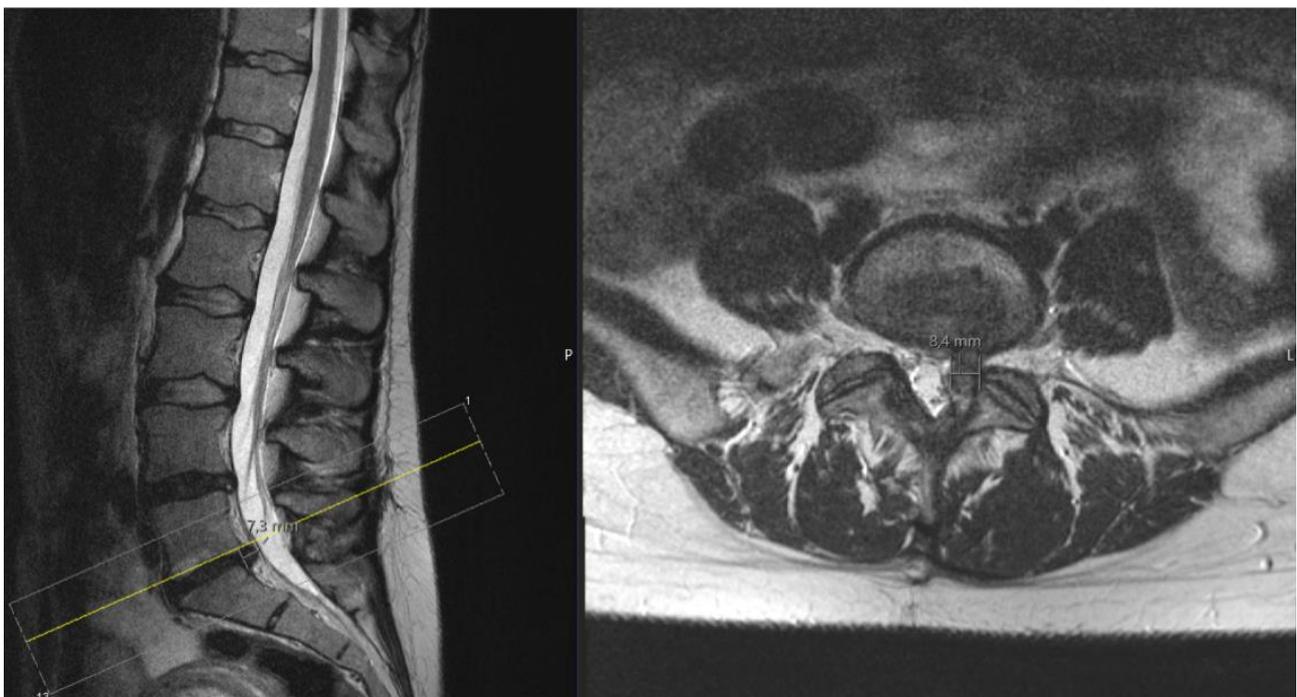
Die MRT-Bildgebung in T2-Wichtung mit sagittaler (links) und axialer (rechts) Ebene zeigt einen Rezidiv-Bandscheibenvorfall auf Höhe LW5/SW1 linksseitig. [5]
